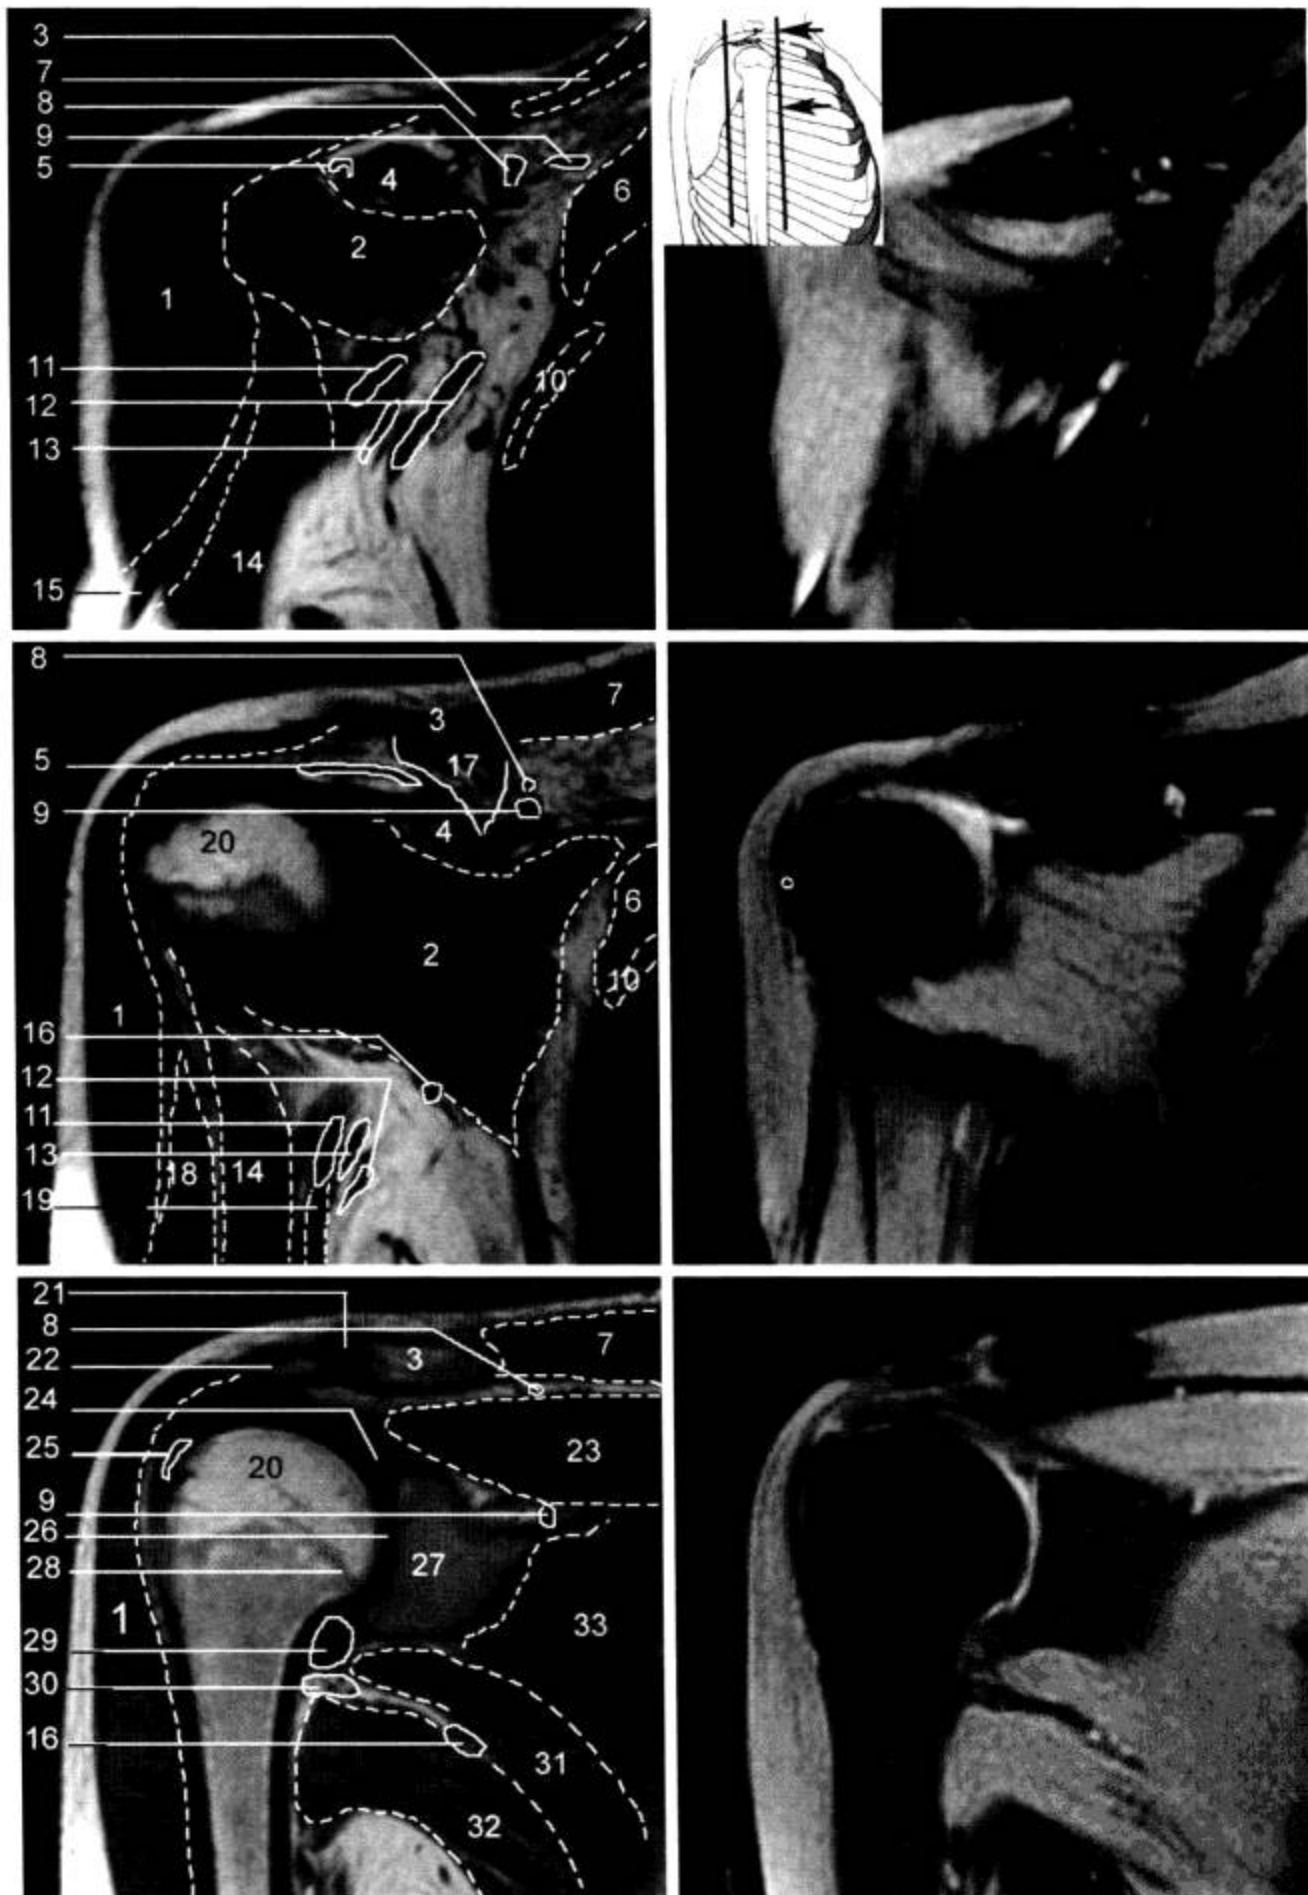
肩关节 MRI 冠状面 (T<sub>1</sub>WI, FS-T<sub>2</sub>WI)
